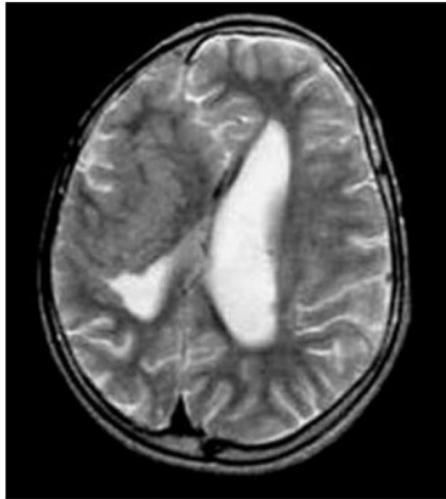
Curvilinear SCH. Axial T2-weighted MR image shows curvilinear heterotopias in the right cerebral hemisphere that are associated with its decrease in size.
